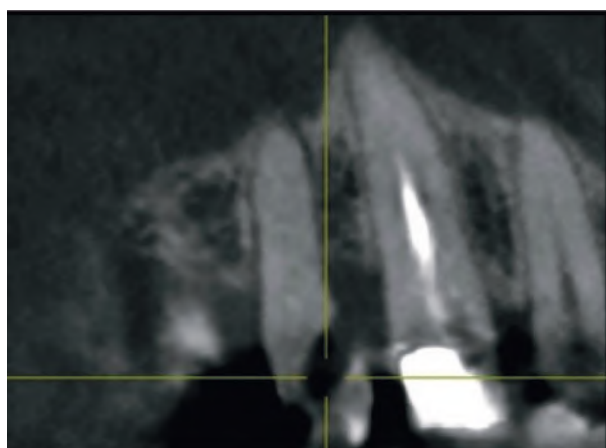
Computed tomography results in area 14 at the diagnostic stage.
